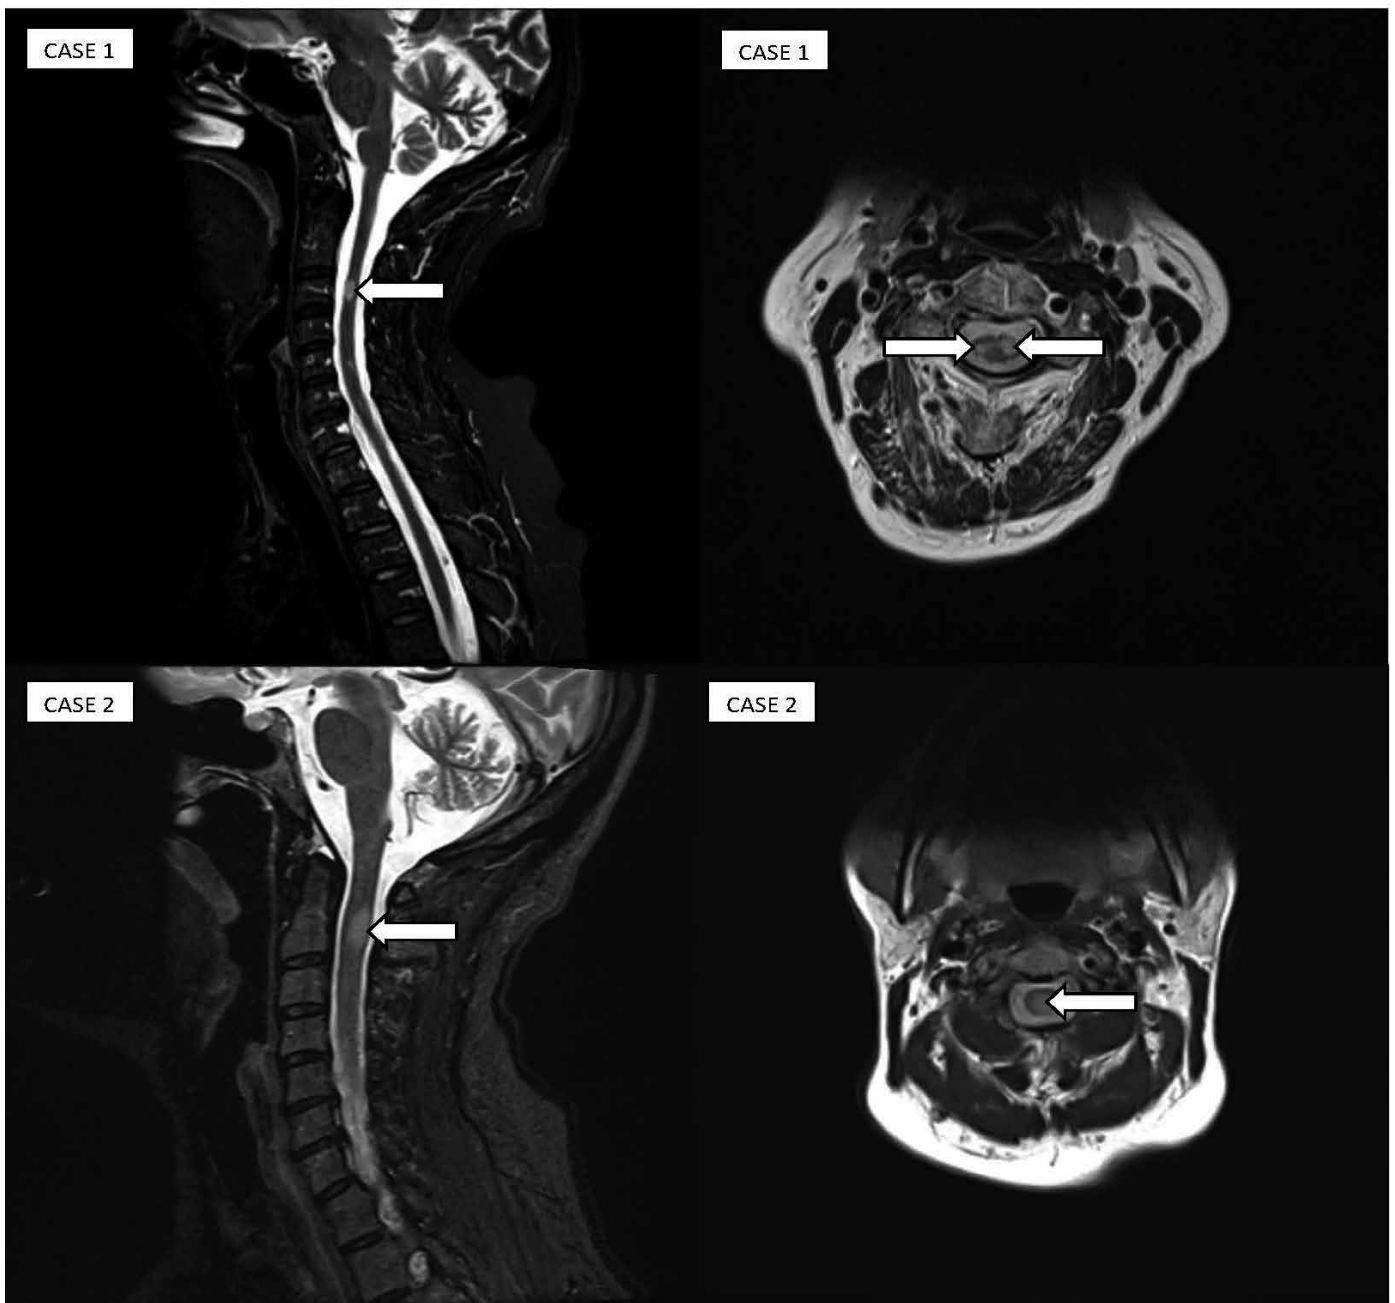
MRI images of the patients reported. Arrows show demyelinating plaques in cervical spinal cord
